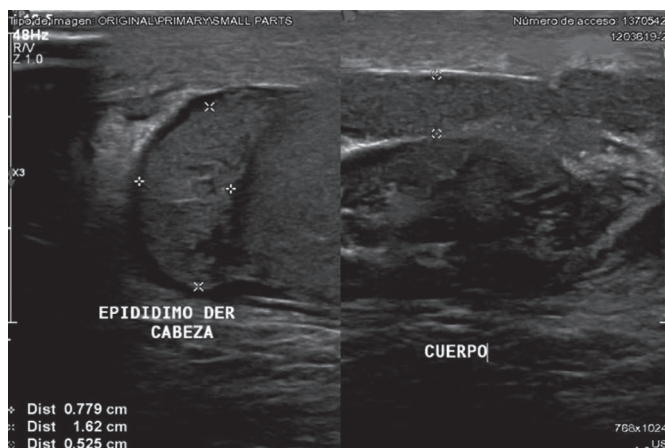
Ultrasonido testicular observando epidídimo derecho con aumento del tamaño de la cabeza con datos sugestivos de epididimitis abscedada.
